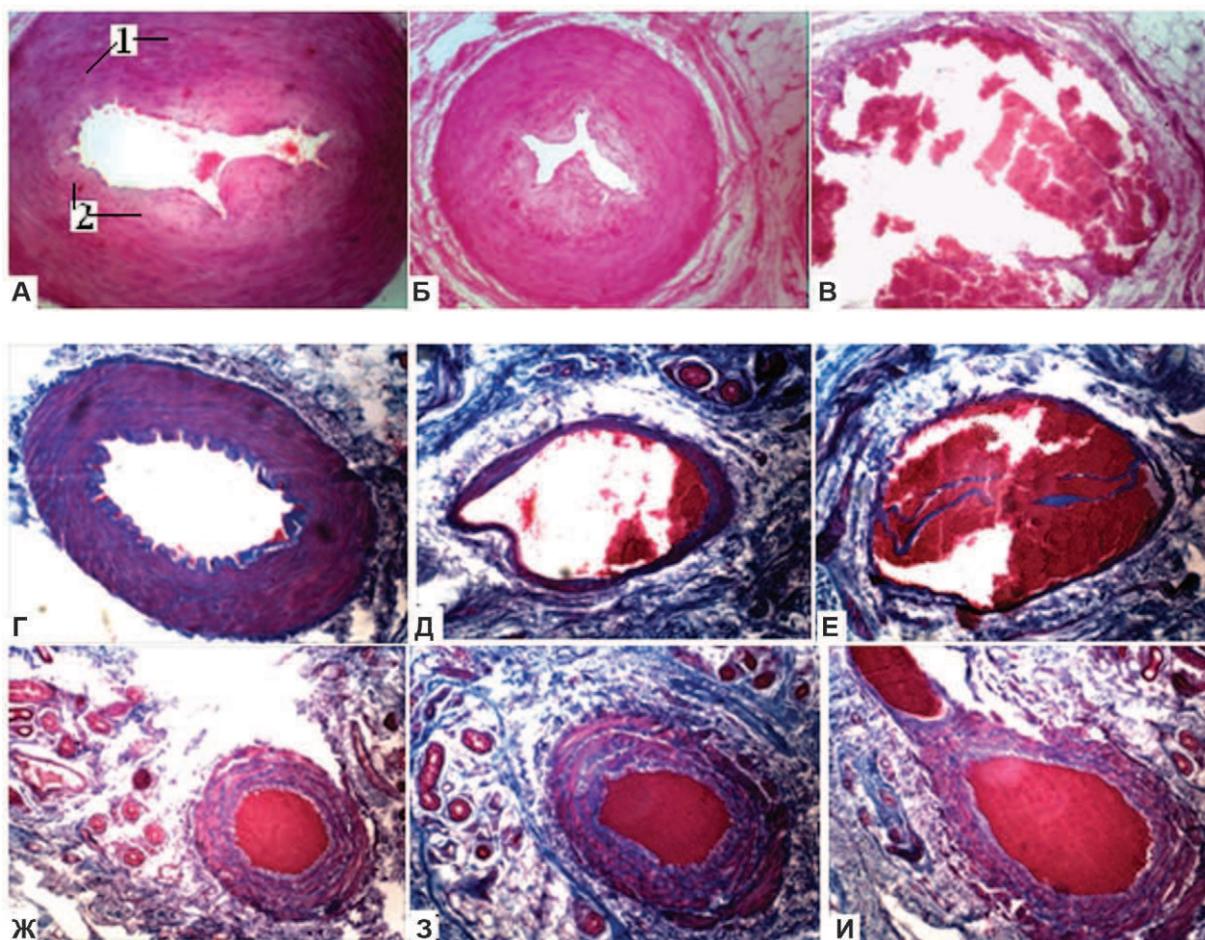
Патологические и возрастные изменения сосудов отчлененных пальцев: А–В – возраст 48 лет (А, Б – фиброз миоинтимального утолщения в пальцевых артериях на уровне средней фаланги пальца; В – тромбоз и контузия тыльной подкожной вены пальца). Окраска гематоксилин-эозином. Ув. × 180. Г–И – возраст 32 года (выражен субэндотелиальный фиброз в пальцевой артерии (Г), тыльных подкожных венах пальца (Д, Е) и фиброзные прослойки в медиэ тромбированных ветвей пальцевой артерии 2–3-го порядка (Ж, З, И)). Окраска Массон-трихромом. Ув. × 180.
